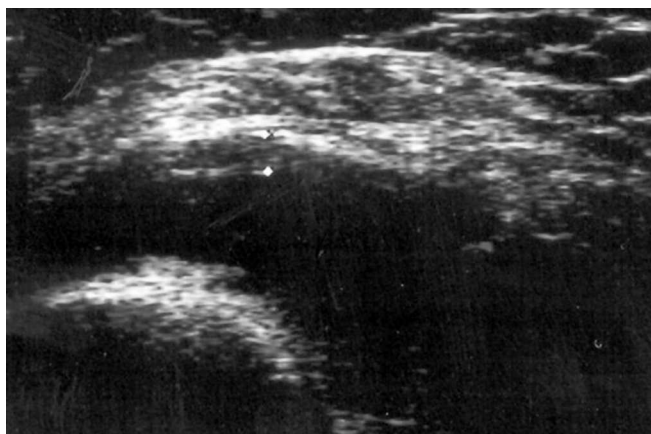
УЗИ коленного сустава через 6 месяцев после телегамматерапии.
